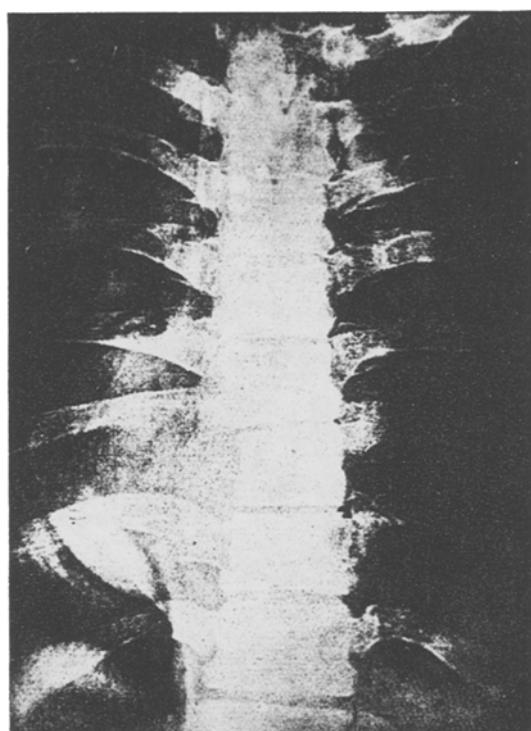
Phäochromoblastom* am Grenzstrang (Röntgenbild der Medizinischen Klinik). Tumorschatten neben dem 8. Wirbelkörper. Zerstörung des Querfortsatzes und Annagung des Körpers. Ansicht von hinten.
